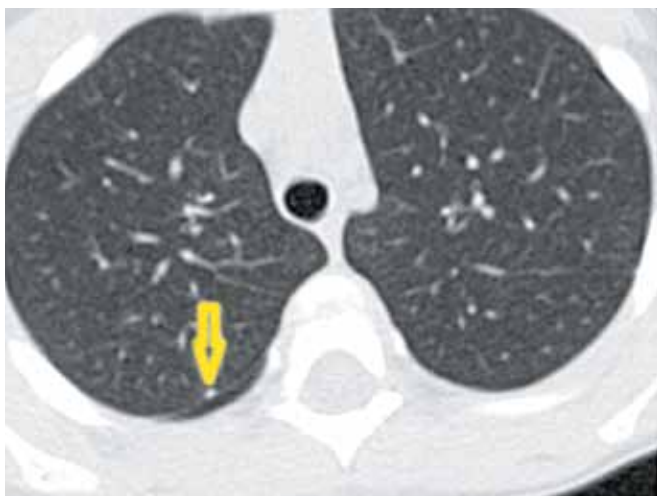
Ошибочная интерпретация данных КТ (внутрилегочный лимфатический узел). Очаговые изменения на междольевой плевре справа 1,7 мм диаметром неспецифического характера (внутрилегочный лимфатический узел) расценены как безусловный признак локального туберкулеза правого легкого.
